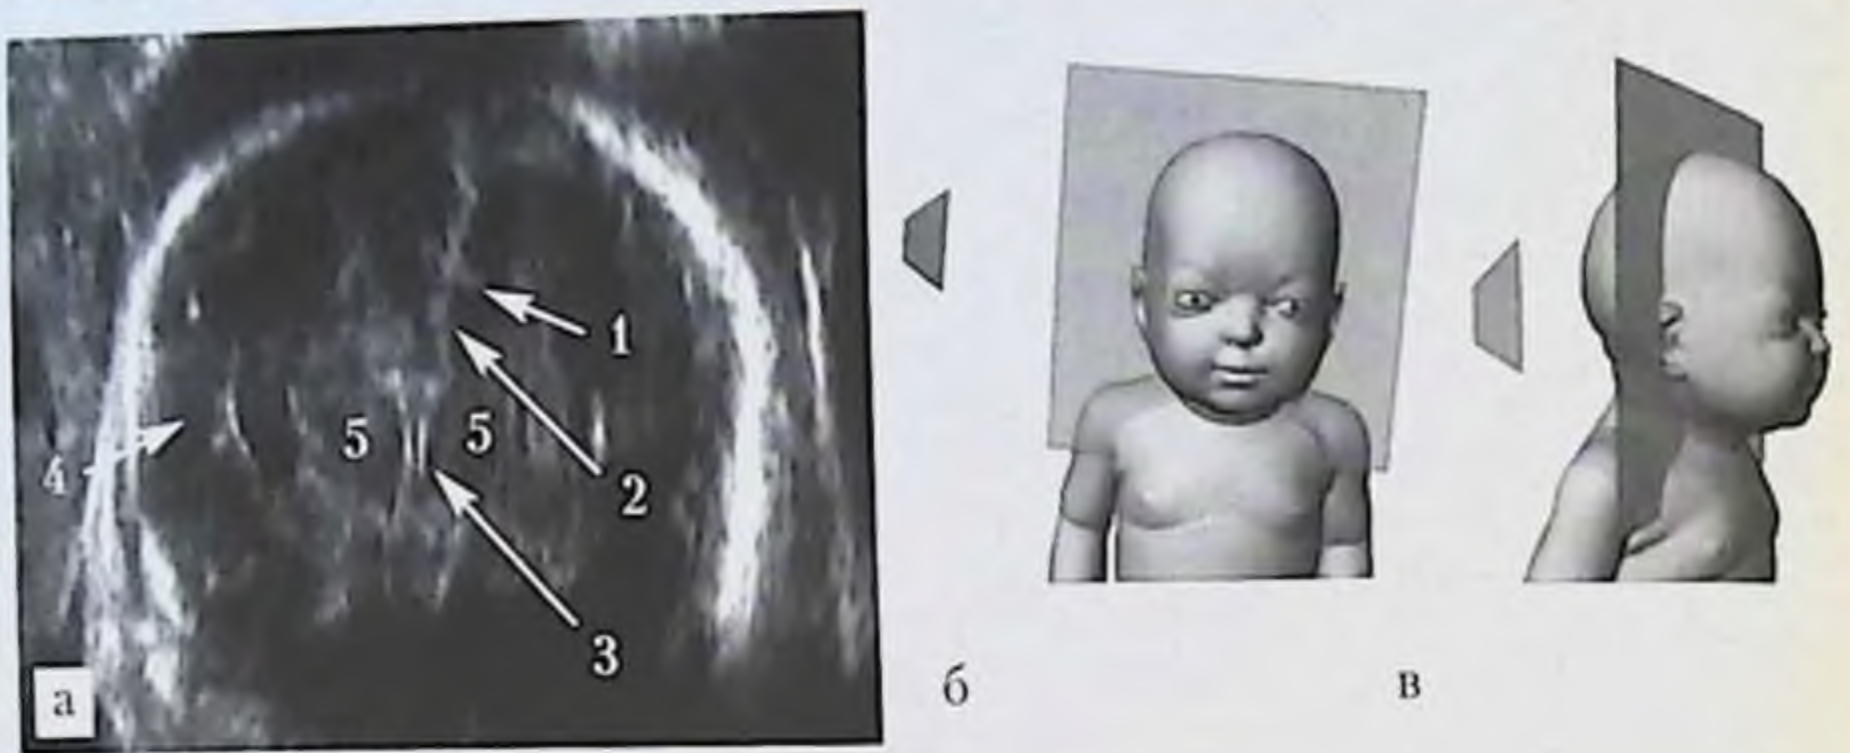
УЗИ головы плода, косая венечная плоскость через переднюю черепную ямку: *а* — эхограмма головы плода в 22 нед гестации (трансабдоминальный доступ со стороны правого венечного шва): 1 — клиновидный родничок, 2 — серп, 3 — лобные рога боковых желудочков; *б, в* — схемы расположения датчика, головы плода и ориентации плоскости сканирования.
